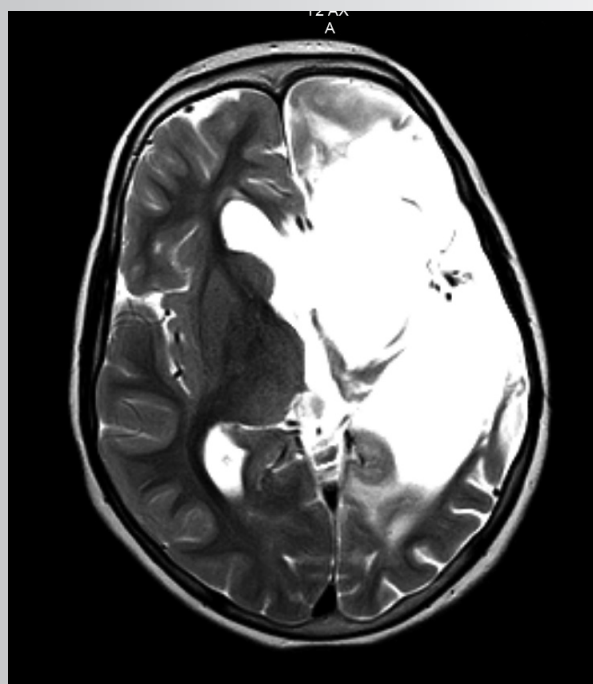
МРТ головного мозга спустя 1 год после хирургического лечения
